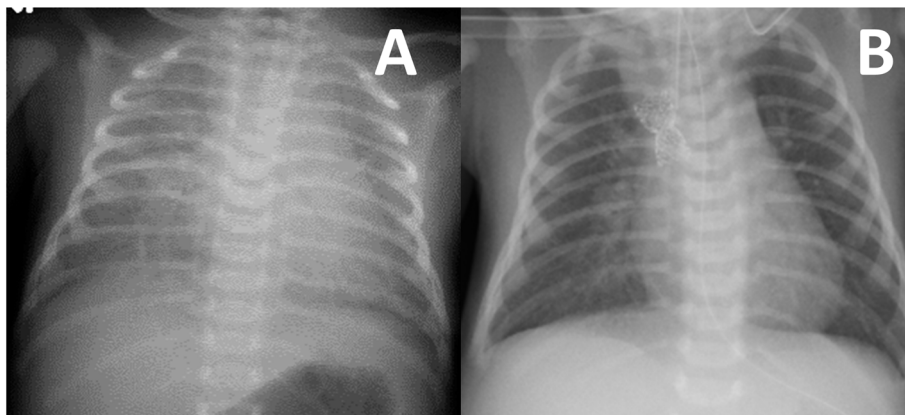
Chest X-rays before (A) and after (B) stenting of Case 2 are shown. Pulmonary congestion was improved after stenting in the vertical vein
